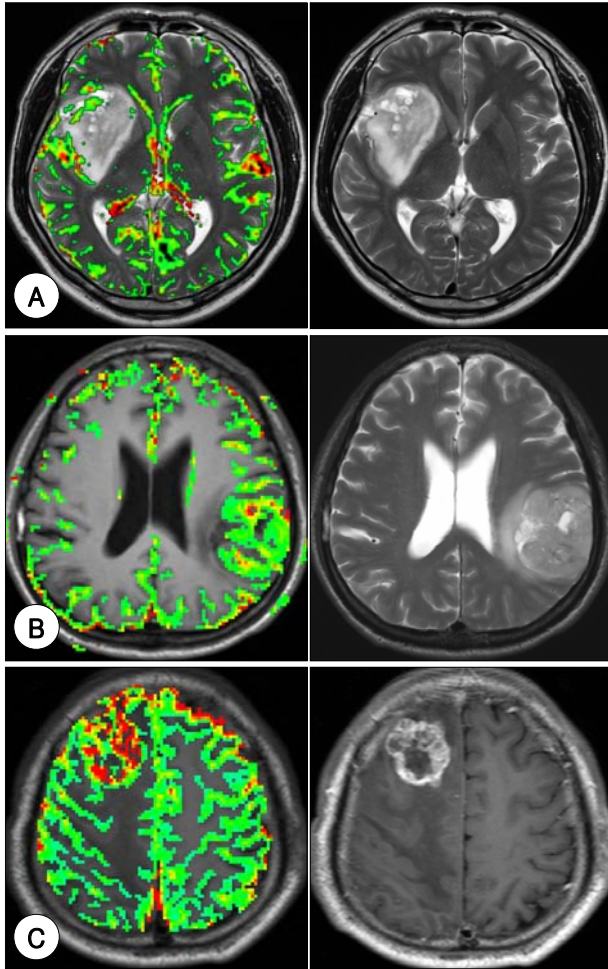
Conventional and fused perfusion MRI of gliomas before treatment. A : Low grade glioma. B : Oligodendroglioma. C : High grade glioma. Note the high rCBV in oligodendroglioma, one of low grade gliomas.
